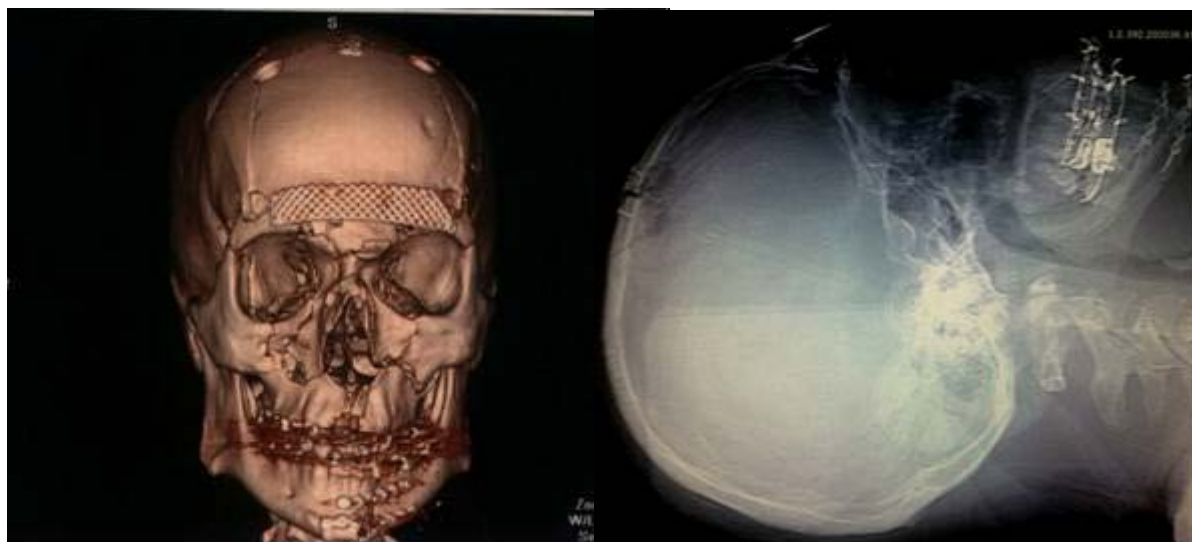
3D КТ и обзорная краниограмма пациента Б. после операции
